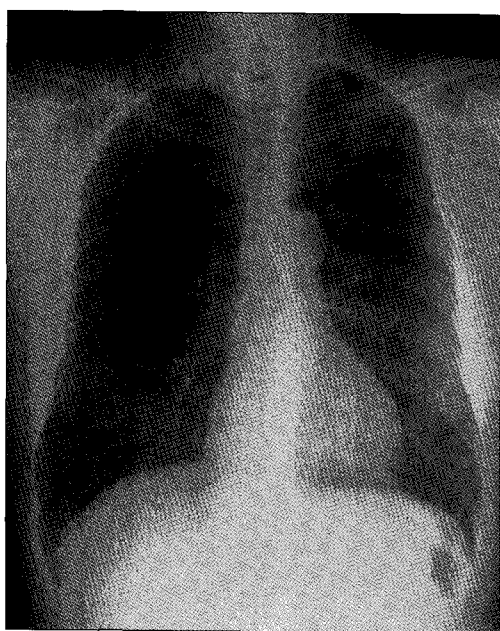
The chest radiography reveals reticulo-nodular opacities at both lower lung fields.
